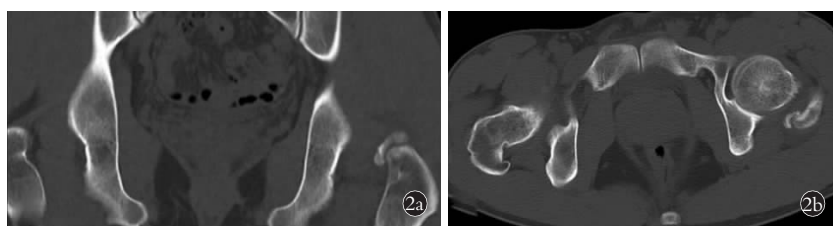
髋关节钙化性肌腱炎 CT 表现 2a. 髋关节 CT 冠状位:左股骨大转子上后方团块状高密度影,边缘清 2b. 髋关节 CT 横断位:左股骨大转子上后方团块状高密度影
